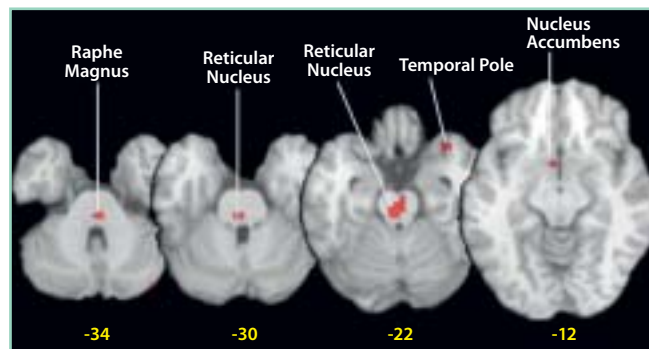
Bildgebende Metaanalyse von $H_2^{15}O$ -PET-Hirnaktivierungsstudien bei Migräneattacken mit der sogenannten Activation Likelihood Estimation Method (21); Abbildung aus (5).
